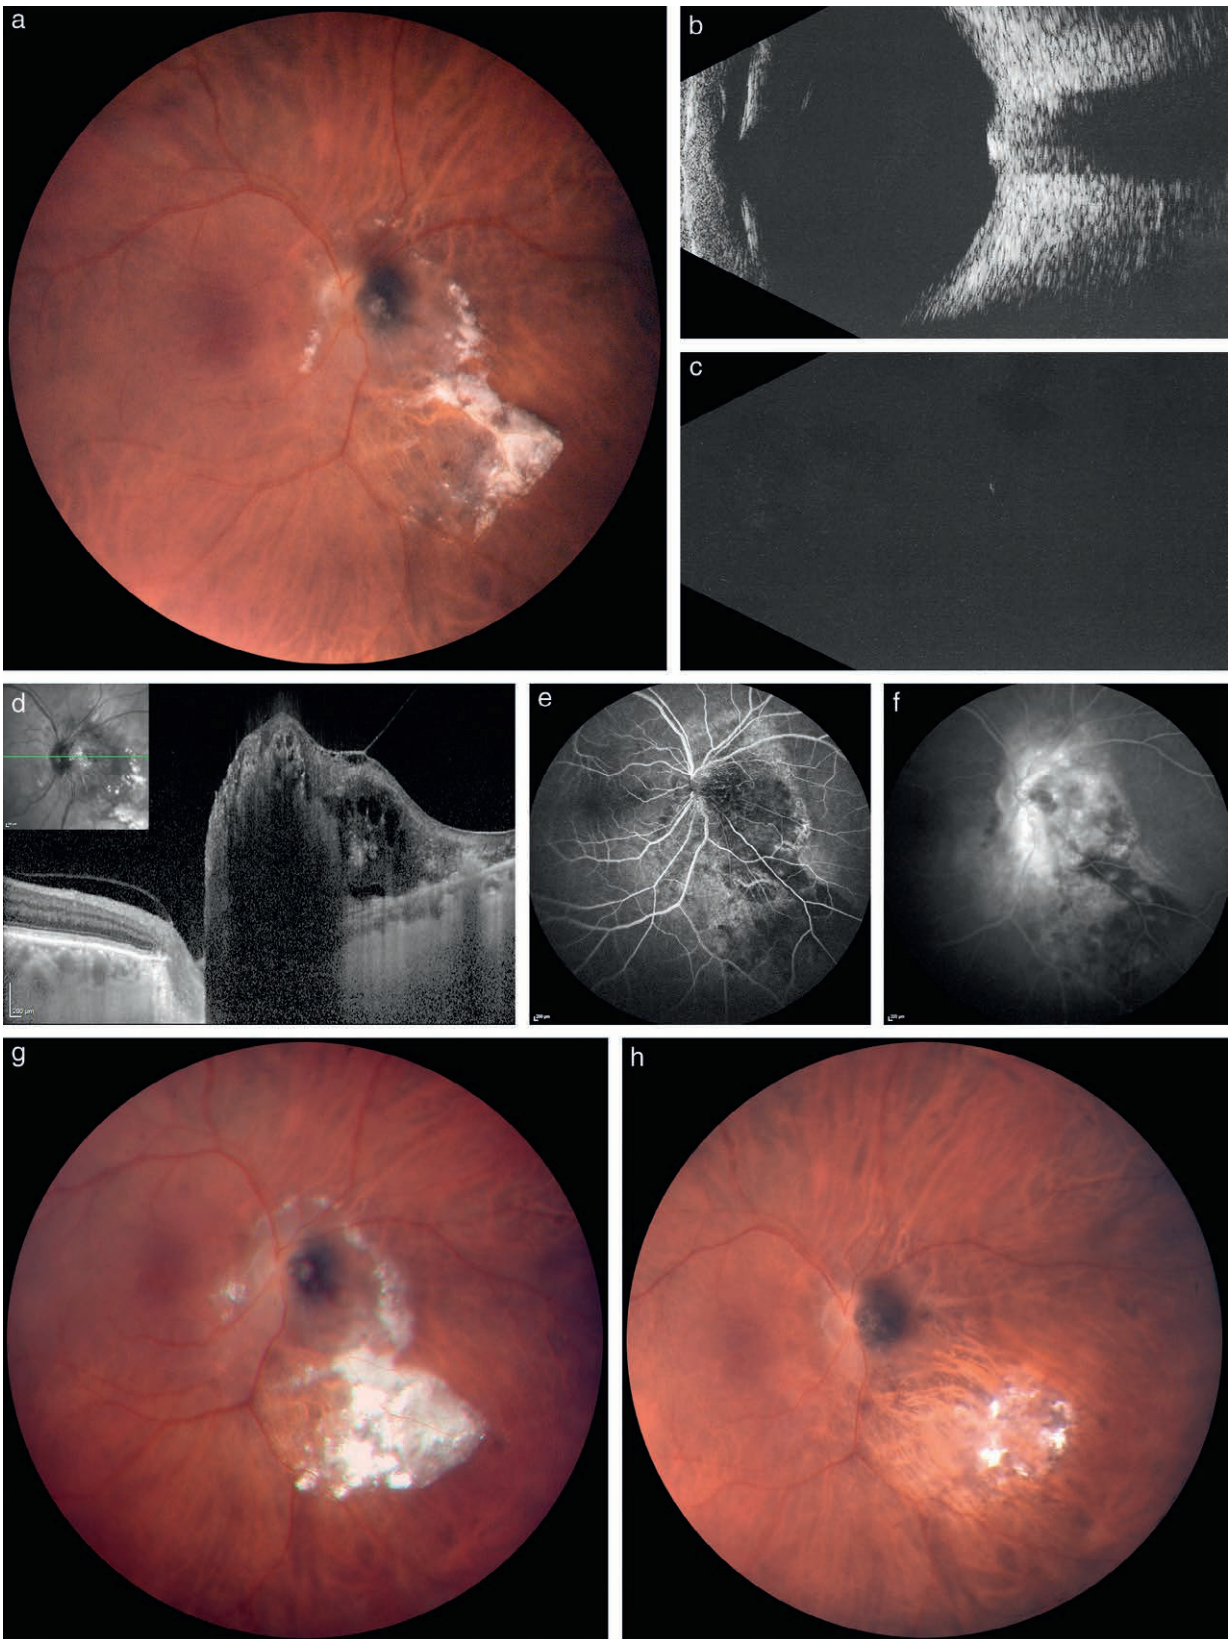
Présumé adénome de l'épithélium pigmentaire (EP) chez un homme caucasien de 69 ans, découvert fortuitement. AV à 1,0. Présentation initiale : a. Masse parapapillaire nasale de couleur brun foncé, associée à des exsudats lipidiques. b, c. Échographie B : calcification secondaire au sein de la lésion, provoquant un ombre acoustique et persistant après la réduction de la sensibilité. d. L'OCT en B-scan situe la masse par-dessus l'EP. f, g. Angiographie fluorescéinique : importante exsudation entourant la lésion. Absence de l'aspect fibrillaire du bord tumoral qui caractérise les mélanocytomes. Absence de vaisseaux tortueux, typiques des hamartomes combinés. e. Un an plus tard : malgré un traitement au laser Argon de la surface tumorale, les exsudats durs ont fortement augmenté, menaçant la fonction visuelle. Une trithérapie consistant en une injection IV de triamcinolone, suivie d'une PDT, puis d'une injection IV de bévacizumab est effectuée. h. Trois ans après traitement : forte régression des exsudats lipidiques. La tumeur est invariée. AV à 0,9.*
